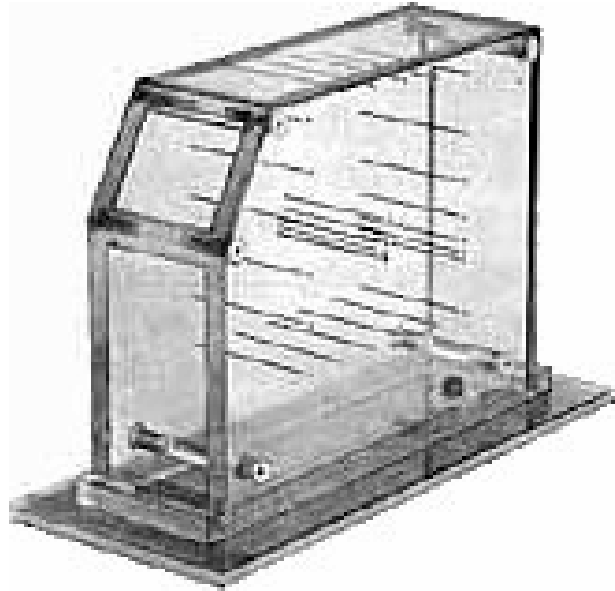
El test objetivo de 100-mm del Instituto Americano de Ultrasonidos en Medicina (AIUM). Visión tridimensional con disposición de las barras.
